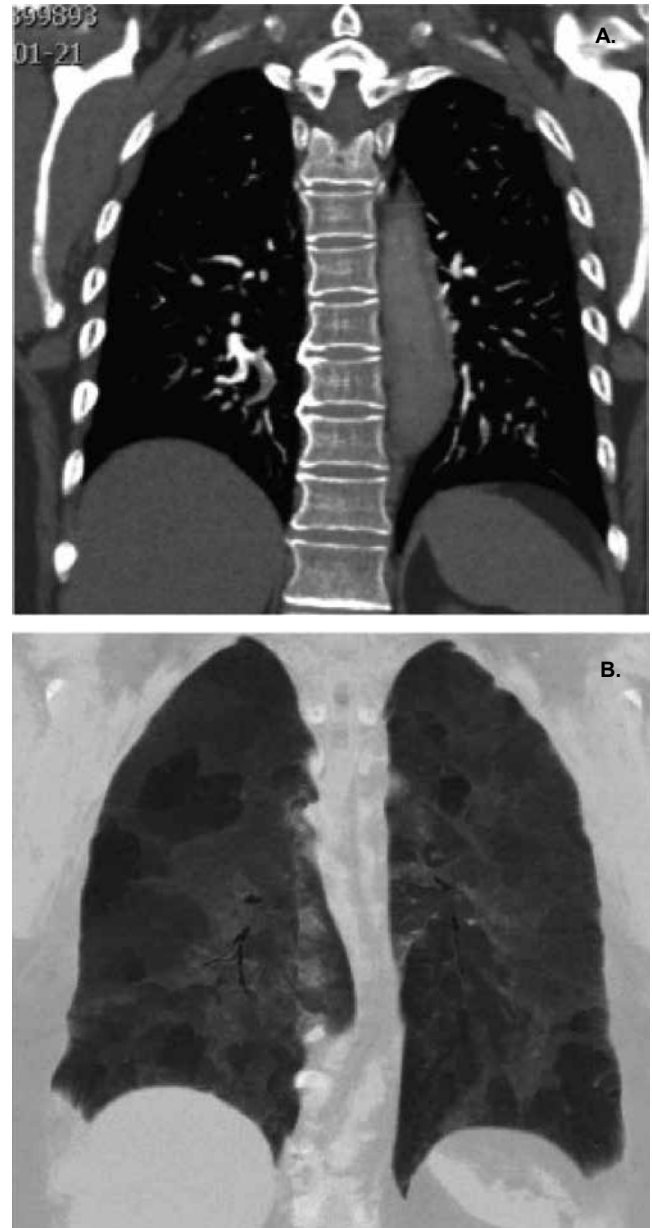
A y B. TC reconstrucción coronal y proyecciones de mínima intensidad (MinIP). Trombos en ramas segmentarias para el lóbulo inferior derecho (embolia pulmonar). Las MinIP permiten evidenciar mejor la atenuación en mosaico.
